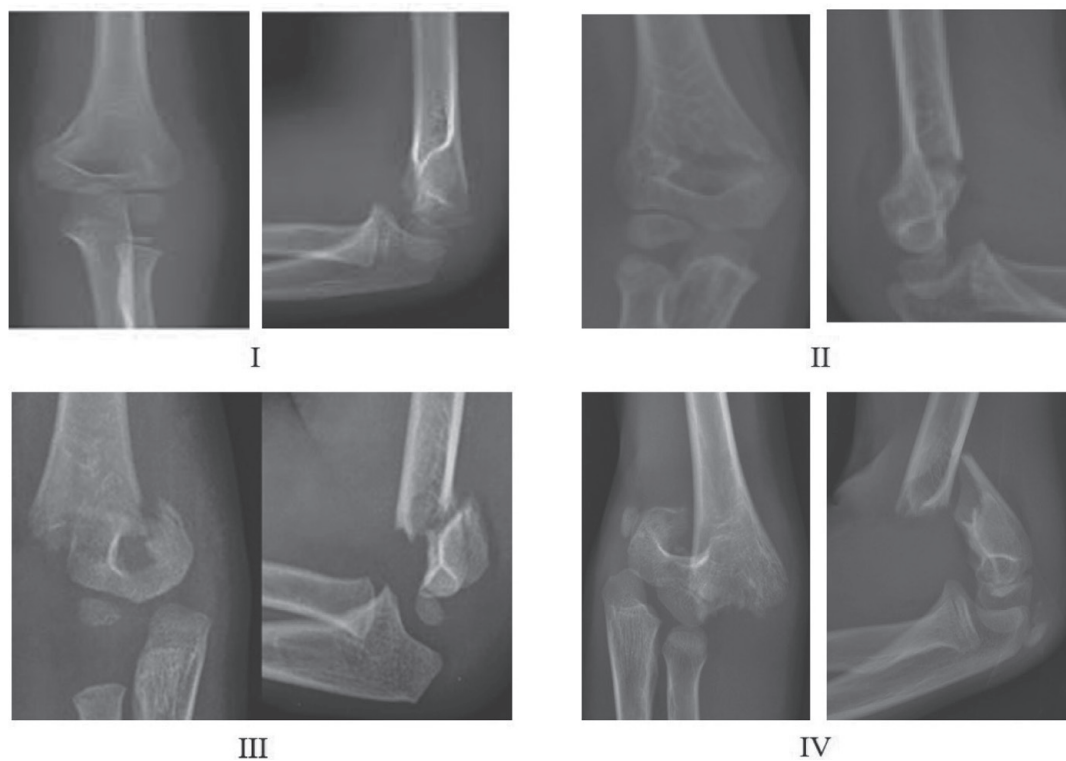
Рентгенологічні ознаки різних типів надвиросткових переломів за AO Pediatric Comprehensive Classification of Long-Bone Fractures (PCCF)
